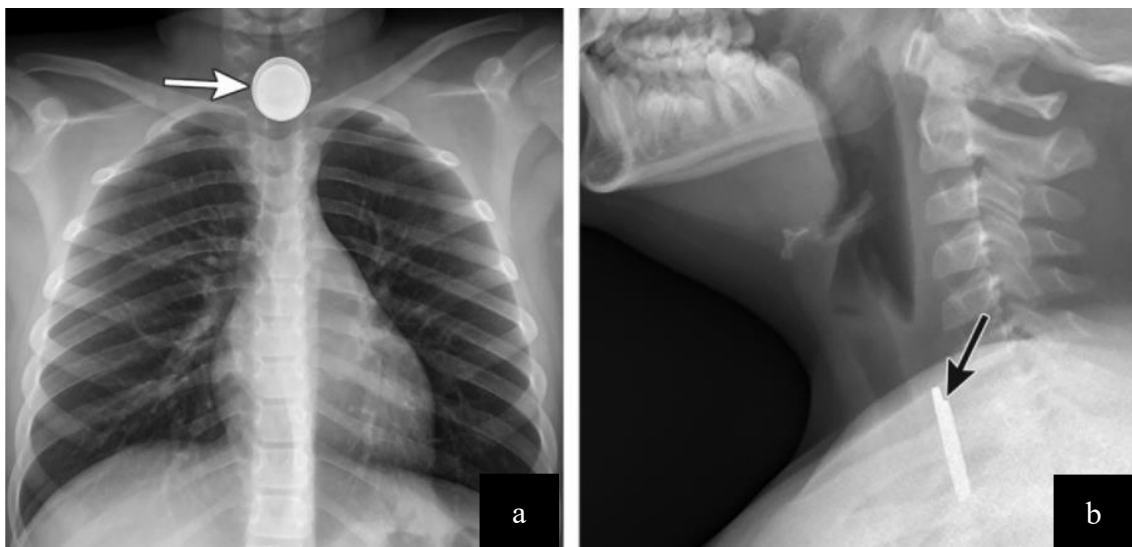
On constate sur la radiographie de face le signe du « halo » ou signe de l'anneau double faisant suspecter la présence d'une pile bouton (65).
